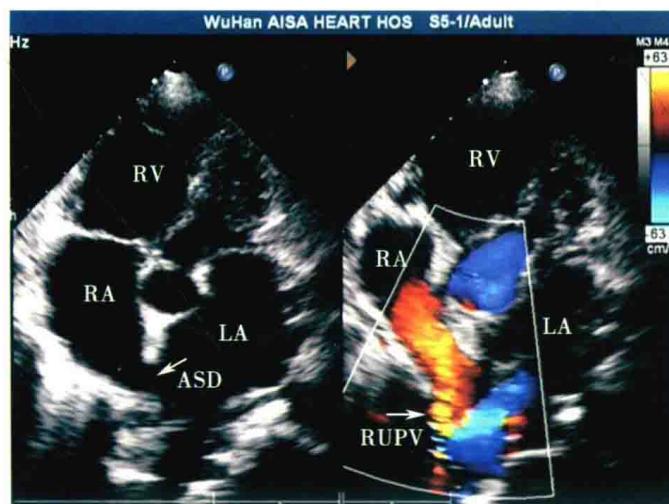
胸骨旁四腔心切面：二维超声心动图显示房间隔上腔静脉入口处回声连续中断（左侧箭头），彩色多普勒显示房水平左向右分流，右侧一支肺静脉异位引流流入右心房（右侧箭头）
